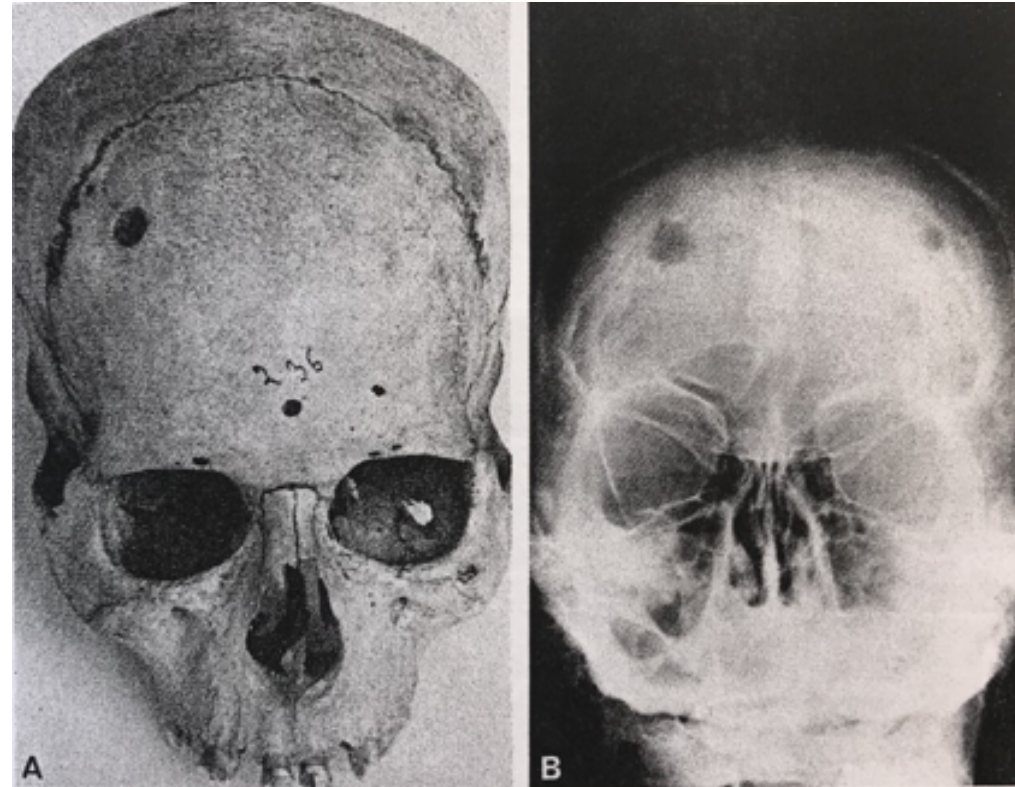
(A) Cráneo antiguo egipcio mostrando múltiples lesiones líticas en hueso. Esto puede resultar de la invasión de la médula ósea por una gran variedad de malignidades. (B) Radiografía craneal de una mujer de 38 años con carcinoma de mama metastásico.
